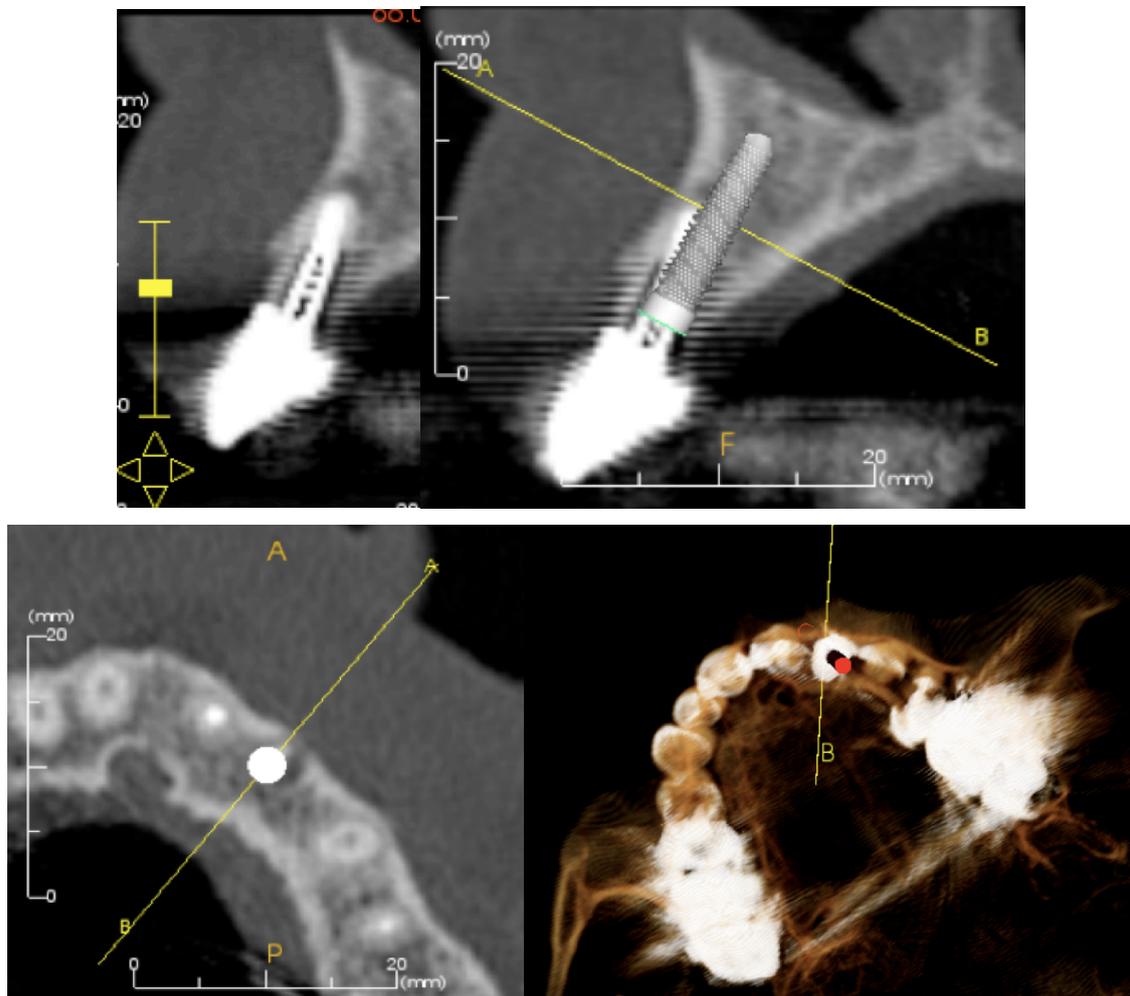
Cas du Dr Laurent Venet, CBCT et logiciels combinés pour la meilleure position de l'implant.
